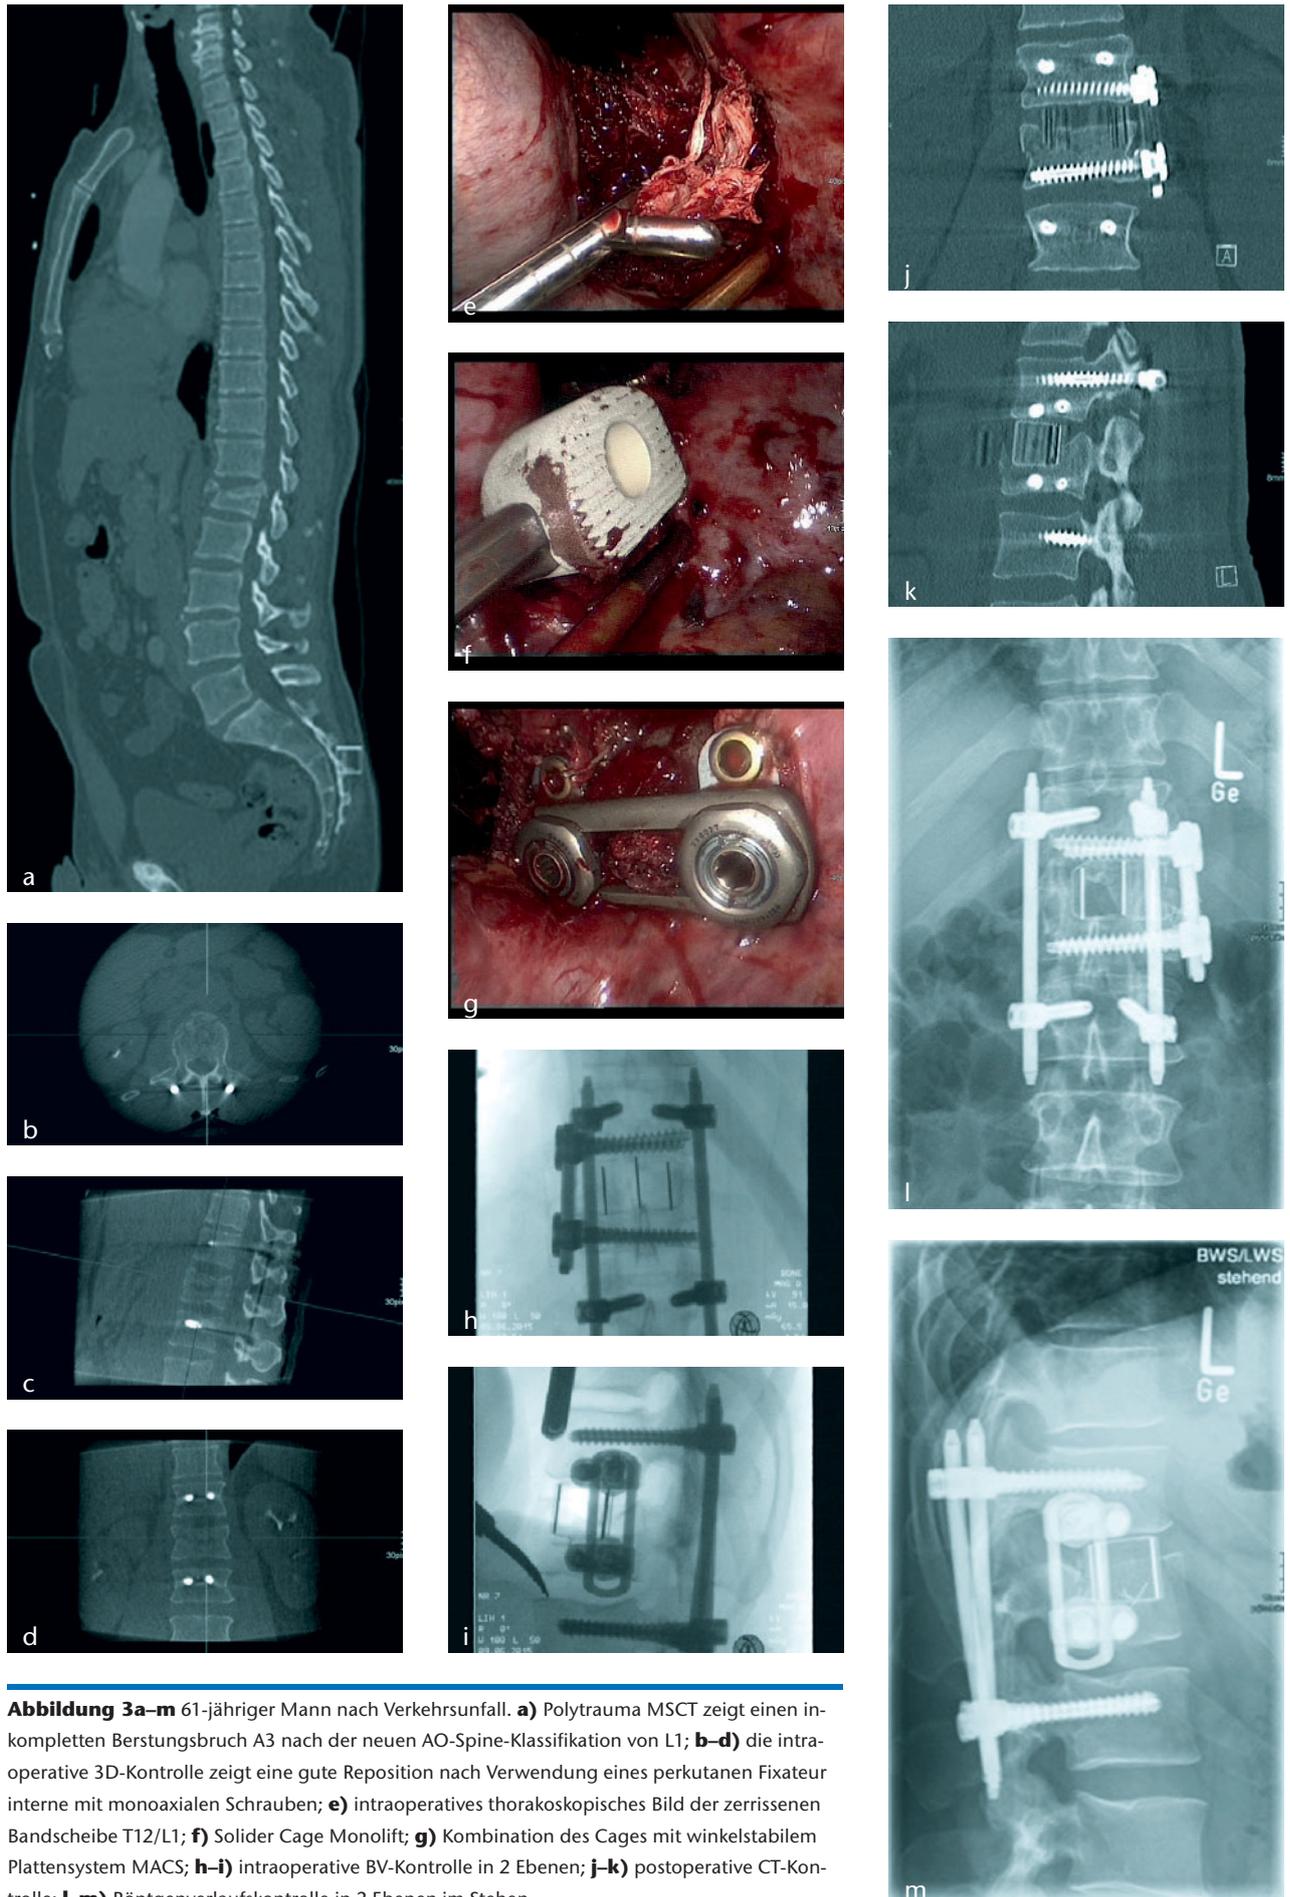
m 61-jähriger Mann nach Verkehrsunfall. a) Polytrauma MSCT zeigt einen incompleten Berstungsbruch A3 nach der neuen AO-Spine-Klassifikation von L1; b-d) die intraoperative 3D-Kontrolle zeigt eine gute Reposition nach Verwendung eines perkutanen Fixateur interne mit monoaxialen Schrauben; e) intraoperatives thorakoskopisches Bild der zerrissenen Bandscheibe T12/L1; f) Solider Cage Monolift; g) Kombination des Cages mit winkelstabilem Plattensystem MACS; h-i) intraoperative BV-Kontrolle in 2 Ebenen; j-k) postoperative CT-Kontrolle; l-m) Röntgenverlaufskontrolle in 2 Ebenen im Stehen.
